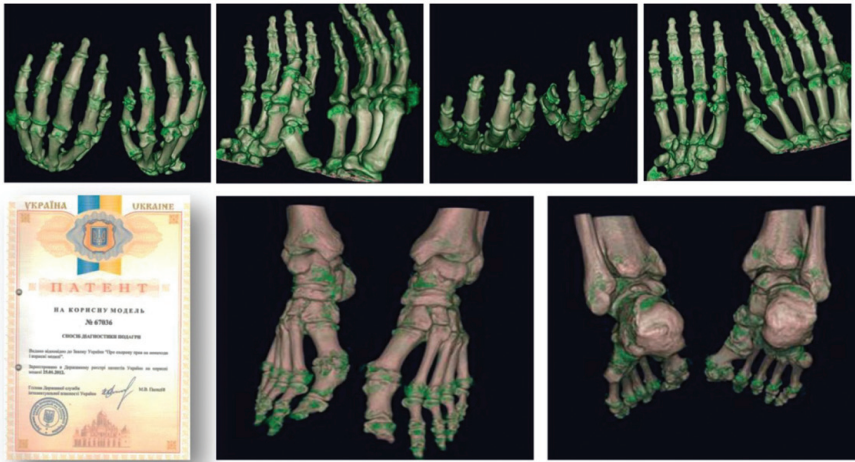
Способ ранней диагностики подагры при помощи компьютерной томографии (Коваленко В.Н. и соавт., Патент Украины № 67036), кристаллы моноурата натрия отмечаются у пациентов не только в суставах, а и по ходу сухожилий, возможно, также в сосудистой стенке
